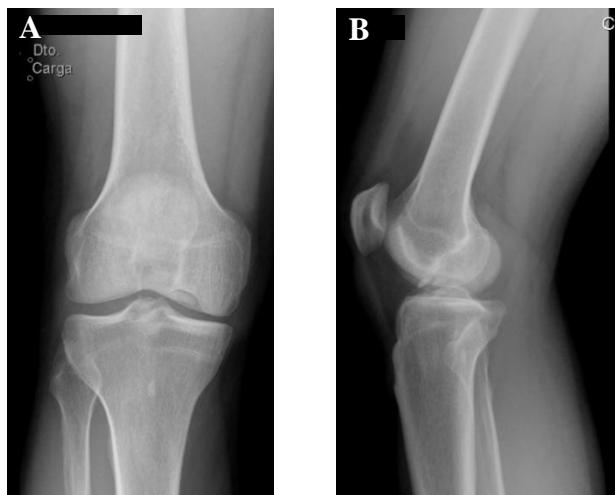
Radiografia do joelho direito (23/10/2009). A – incidência ântero-posterior. B – incidência lateral. (imagens provenientes do Serviço de Ortopedia do CHLN, NSC 496509)
